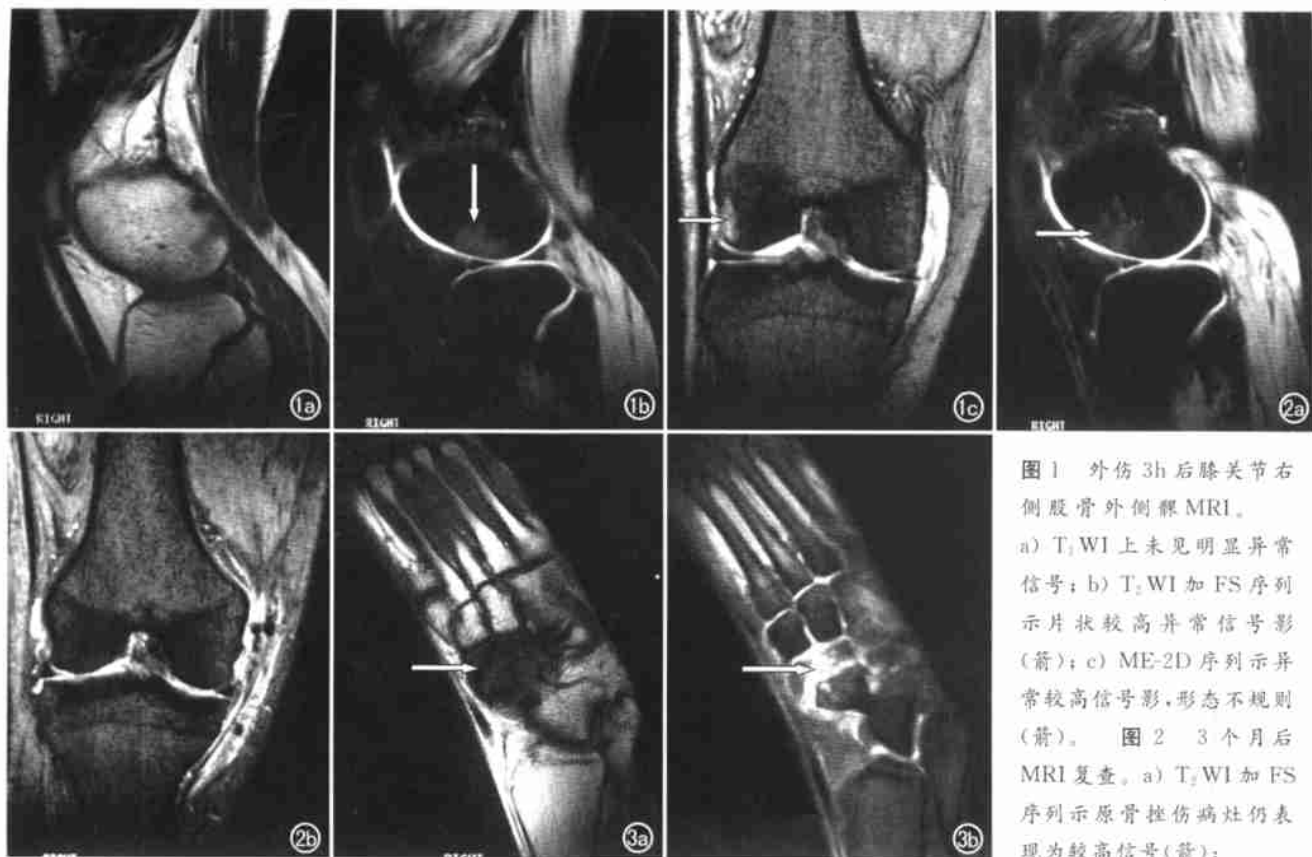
外伤 3h 后膝关节右侧股骨外侧髌 MRI。
